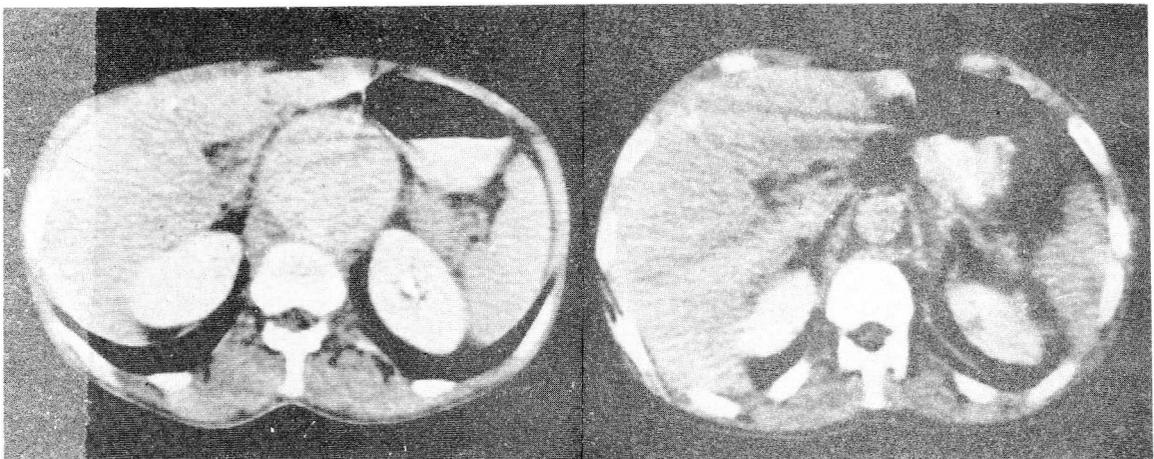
A) TAC Corte a nivel de D, 11 preoperatorio que muestra la magnitud del aneurisma.
